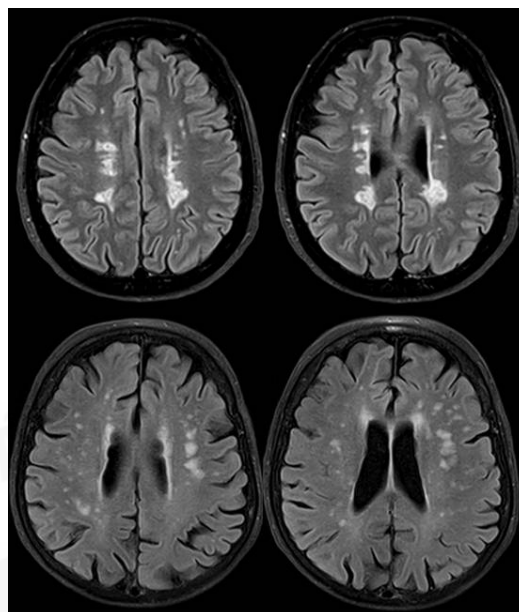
Secuencias transversales *fast-FLAIR* en un paciente con EM clínicamente definida (fila superior) y en un paciente con una enfermedad cerebrovascular (fila inferior). En el paciente con EM se observan lesiones características en situación periventricular, algunas de morfología ovoidea, con su eje mayor perpendicular a las paredes ventriculares. Nótese las diferentes características morfo-topográficas de las lesiones de origen vascular.
